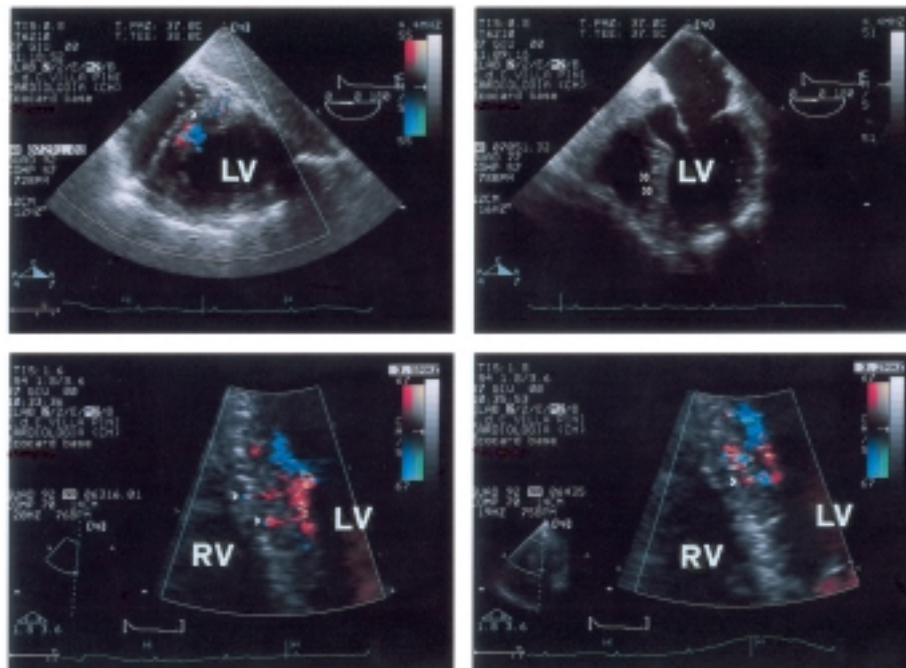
In alto: immagini ecocardiografiche transesofagee (a sinistra sezione trasversale transgastrica interessante la porzione media del setto inter-ventricolare; a destra sezione longitudinale in 4 camere modificata); in basso: particolari di immagini ecocardiografiche transtoraciche parasternali. Si evidenzia la presenza dei tunnel intraventricolari (freccia) a carico della porzione muscolare del setto con evidenza di flusso al color Doppler, in assenza di comunicazione con il ventricolo destro, che appare normale. LV = ventricolo sinistro; RV = ventricolo destro.
